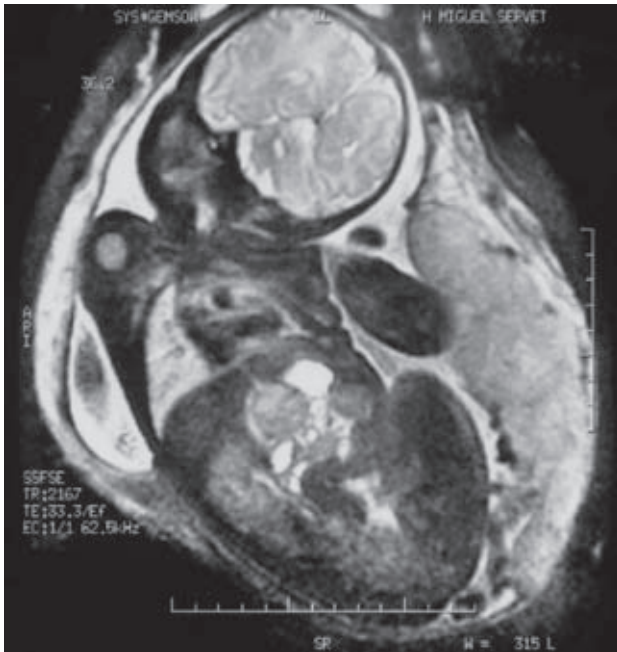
Resonancia magnética nuclear materna que revela un tumor retroperitoneal fetal sugerente de neuroblastoma.
